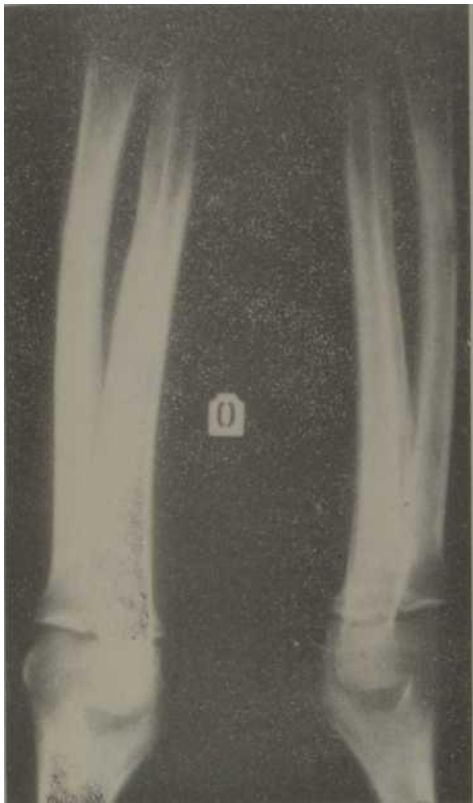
Radiografía de antebrazos y nutrios donde se observan las lesiones radiológicas características.
